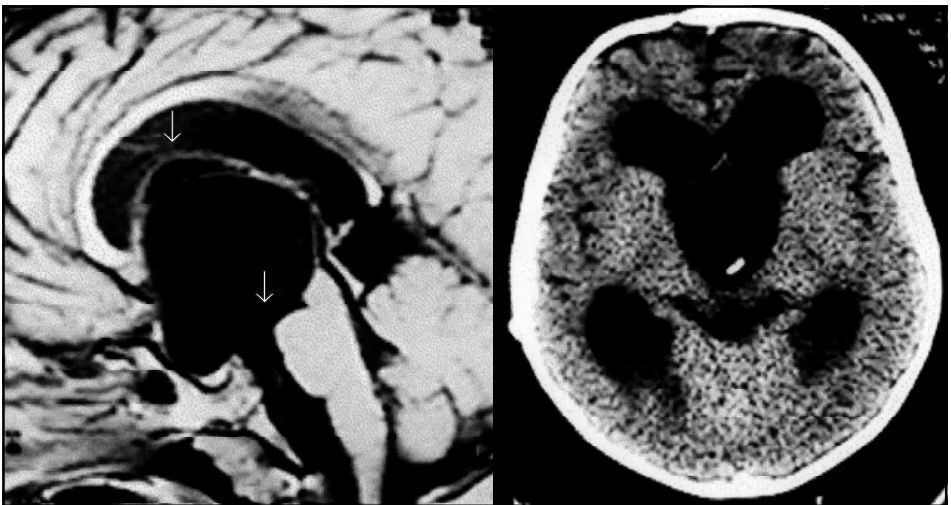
Caso 7. A: RMN pré operatória. Setas indicam local das fenestrações. B: TC pós operatória.
